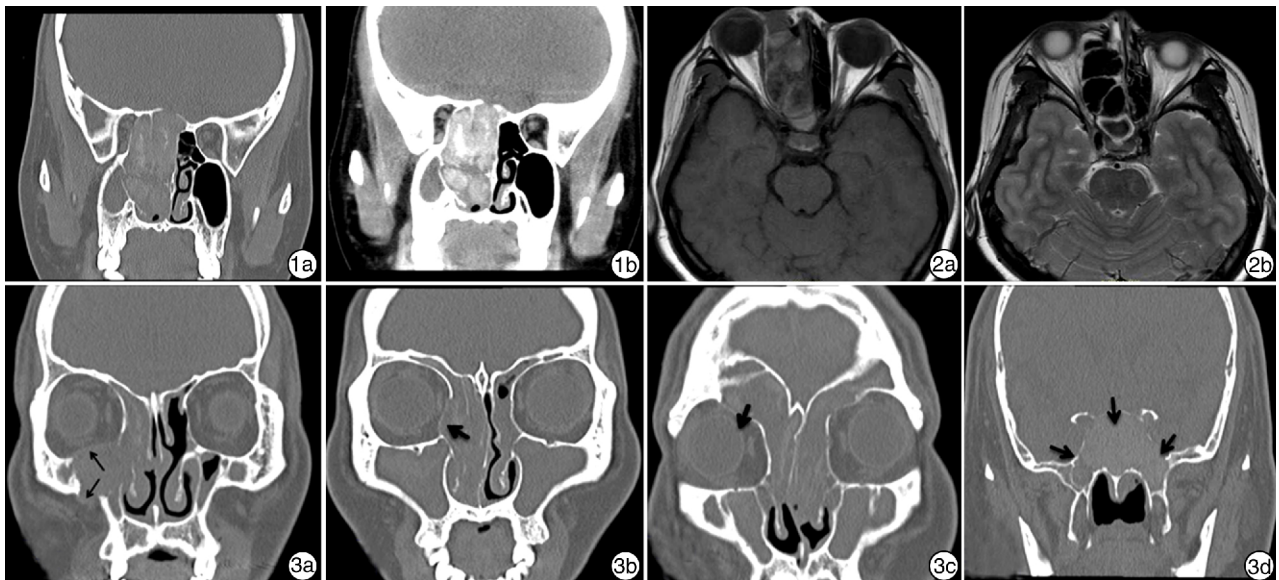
鼻窦 CT 检查 1a:冠状位 CT 示骨窗一侧鼻腔鼻窦内呈云雾状密度增高影;1b:鼻窦轴位 CT 示软组织窗一侧鼻腔鼻窦呈斑片状高密度影; 图 2 鼻窦水平位 MRI 2a:鼻腔、鼻窦黏膜呈等 T1 信号,软组织中部信号减弱或消失; 2b:鼻腔、鼻窦黏膜呈长 T2 信号,软组织中部信号与 T1 加权像相似,且更显著; 图 3 鼻窦 HRCT 冠状位检查 3a:双侧鼻内镜术后,右侧眶下壁及上颌窦后外侧壁部分骨质缺如,右侧上颌窦病变向上突入右侧眼眶,压迫下斜肌和下直肌,眼球略向前上方移位(箭头所示);3b:右侧鼻泪管骨质局部呈膨胀性改变,骨质变薄破坏(箭头所示);3c:双侧额窦外下壁(眼眶上壁)骨质吸收、变薄,眼眶受压变形(箭头所示);3d:蝶窦窦壁骨质吸收、破坏(箭头所示),双侧蝶筛隐窝堵塞。
